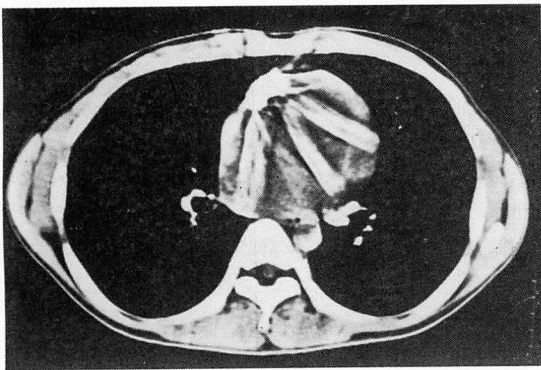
Computed tomogram.
